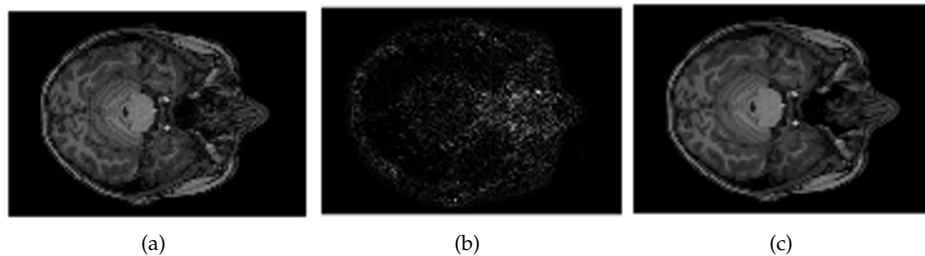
Eliminación de ruido en MRI. (a) MRI original, (b) ruido “riciano” removido e (c) imagen filtrada.
